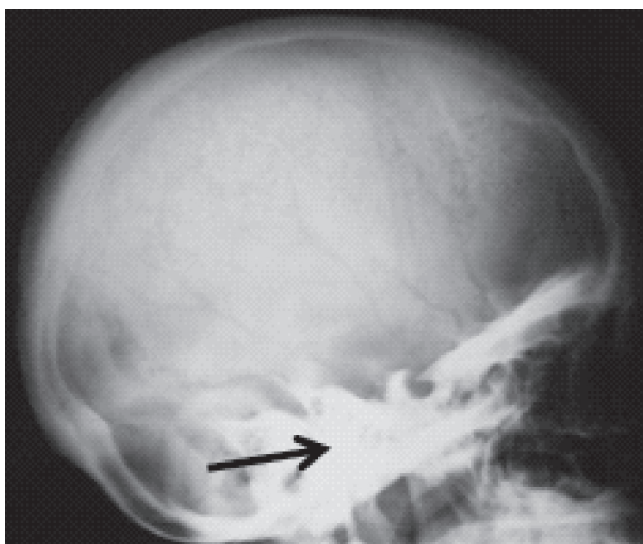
Radiografía de cráneo. Esclerosis de la base del cráneo (flecha).
